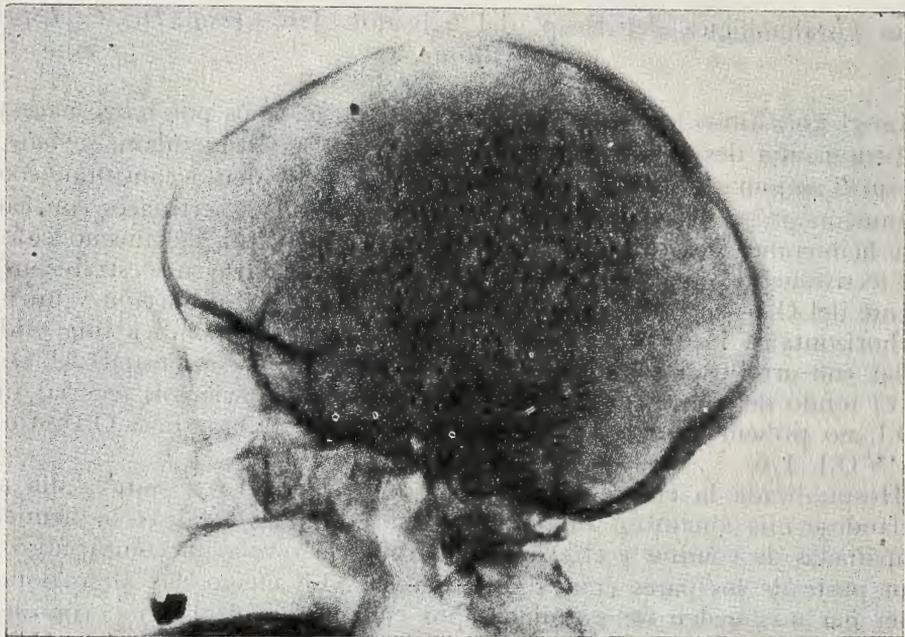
Radiografía lateral del cráneo. Pueden verse las imágenes de osteolisis en la calota. Destrucción del piso y pared posterior de la Silla Turca. Desaparición de las clinoides posteriores.
